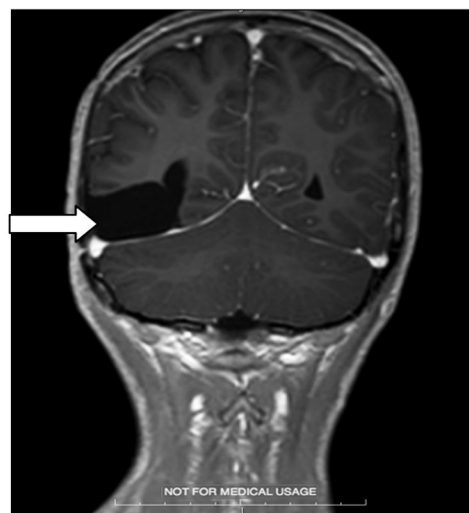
МРТ ЦНС после 2-го блока ПХТ
